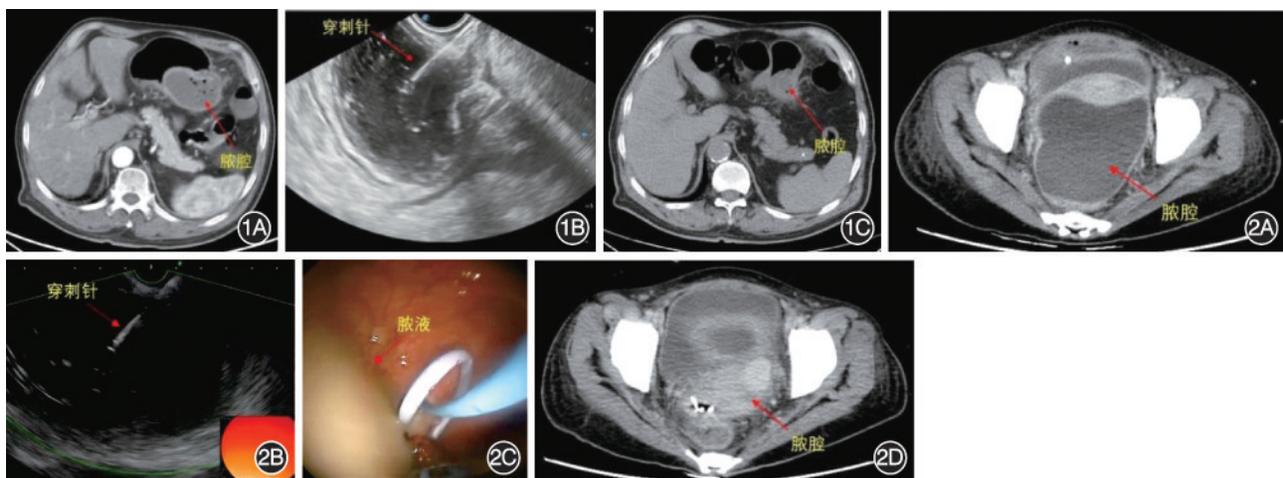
腹腔脓肿超声内镜引导下抽吸+冲洗 1A: CT 提示紧邻胃壁一含气脓腔, 胃溃疡穿孔相关脓肿, 大小 80 mm×47 mm; 1B: 超声内镜引导下穿刺抽吸+冲洗; 1C: 术后 7 d 复查 CT 提示脓腔基本消失 图 2 盆腔脓肿超声内镜引导下支架置入 2A: CT 提示盆腔一脓腔, 大小 100 mm×100 mm; 2B、2C: 超声内镜引导下球囊扩张+双猪尾支架、鼻胆管置入引流, 肠腔见大量脓液引出; 2D: 术后 7 d 复查 CT 提示脓腔基本消失
